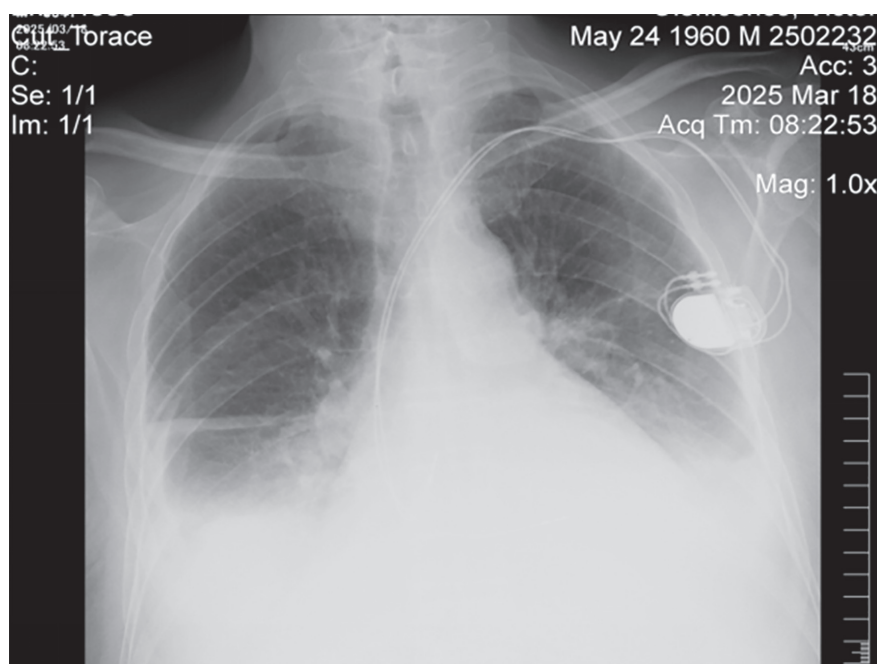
Radiografia cutiei toracice
